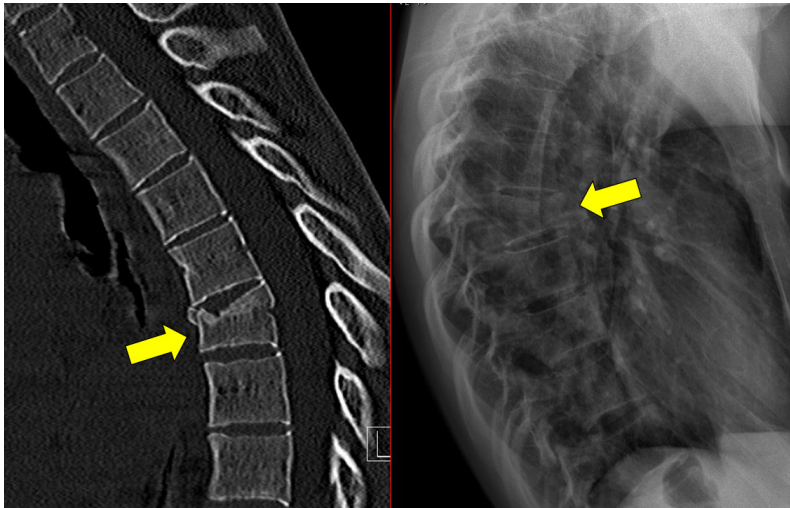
Comparación de estudios de TC y Rx en paciente con fractura de vértebra dorsal, apreciándose deformidad en cuña anterior, con pequeño fragmento anterior que sugiere trauma previo.
